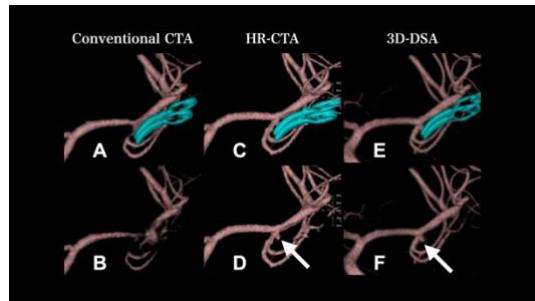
脳動脈瘤クリッピング術後のフォローアップにおける高精細 CT の有用性
